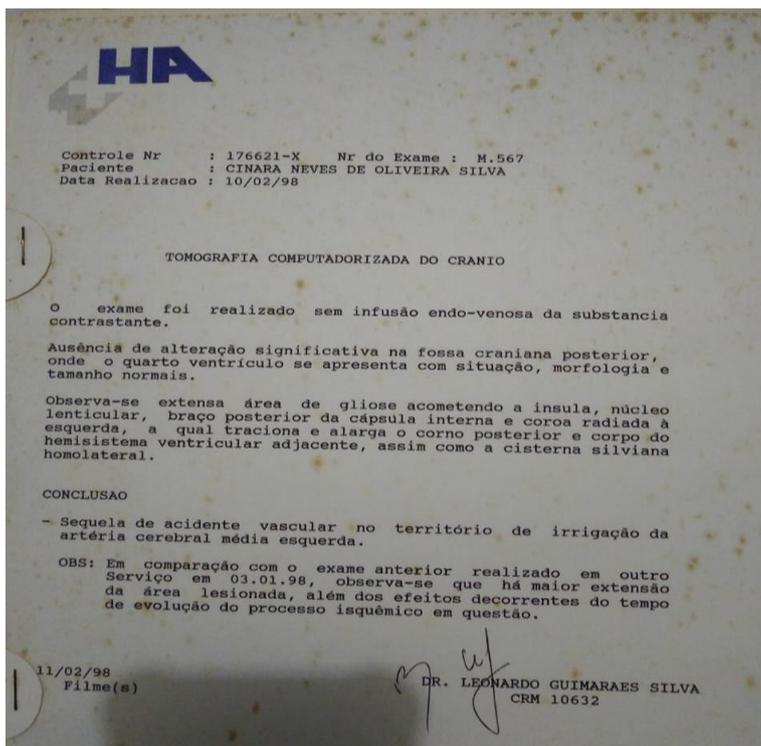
Tomografia Computadorizada do Crânio da paciente em 10/02/1998
